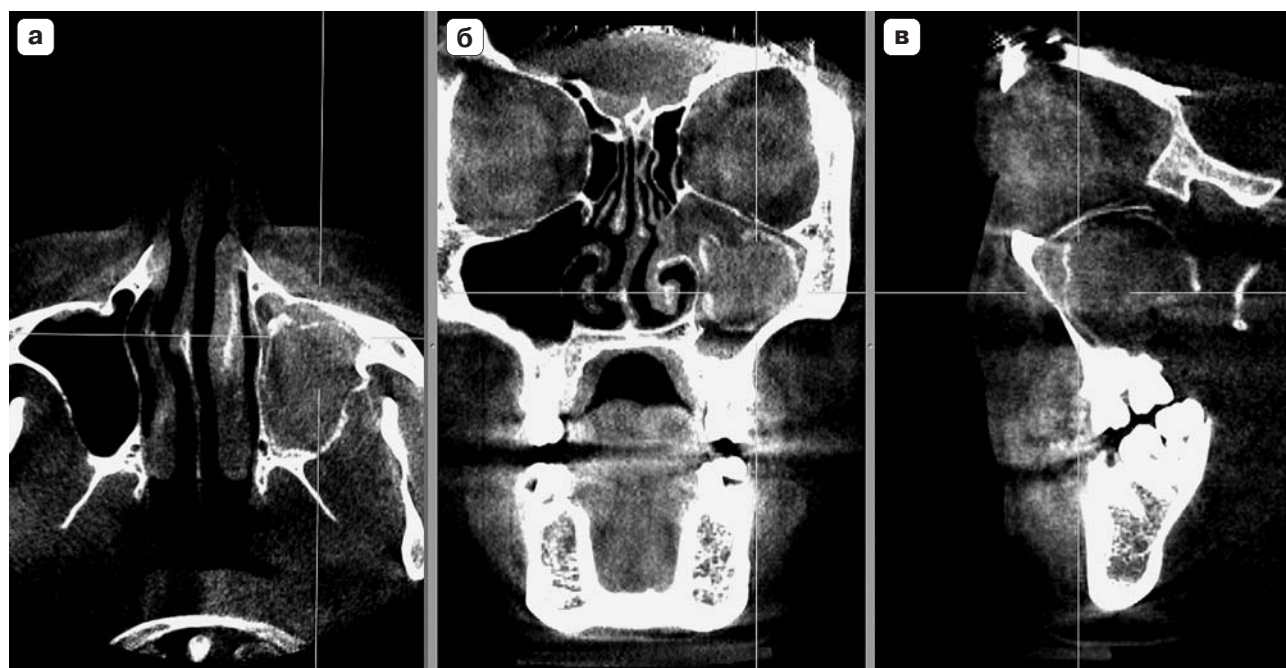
Радикулярная киста, проникающая в верхнечелюстную пазуху, хронический верхнечелюстной синусит, искривление перегородки носа. МСКТ-изображения в аксиальной (а), MPR в коронарной (б) и кососагитальной (в) плоскостях. Режим MIP.
